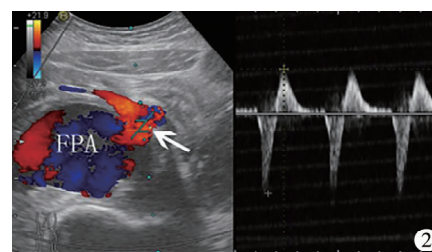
股动脉假性动脉瘤患者伤口处超声图 注 第1次术后超声可见假性动脉瘤典型的“往复征”信号(白色箭头)
